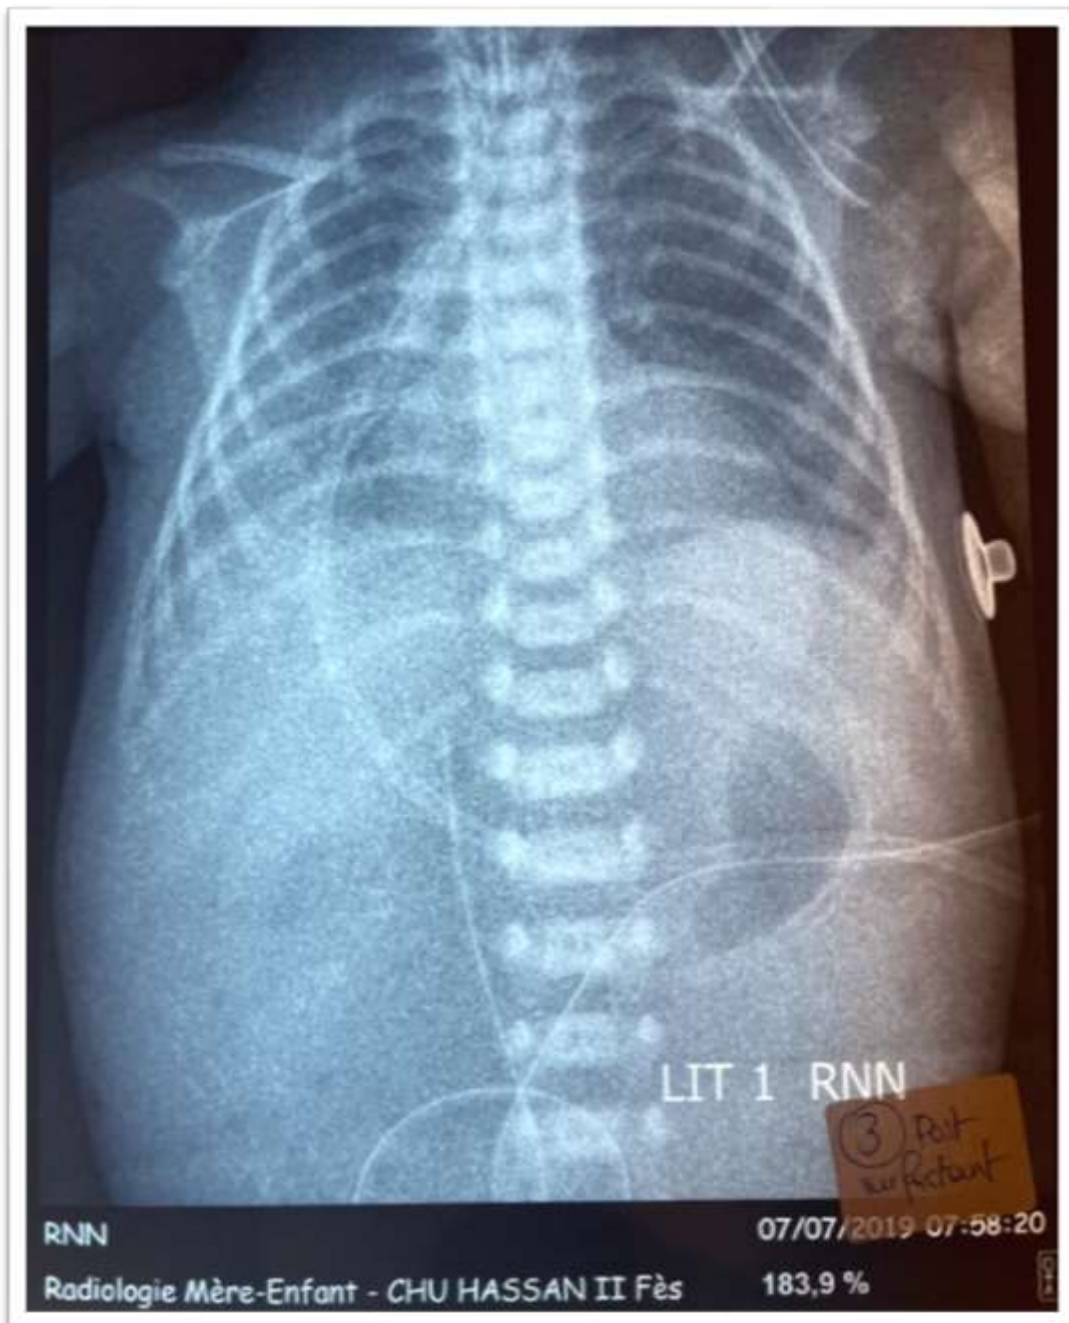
Radiographie thoraco-abdominale de contrôle d'une MMH stade IV après instillation du surfactant exogène chez le même patient.
